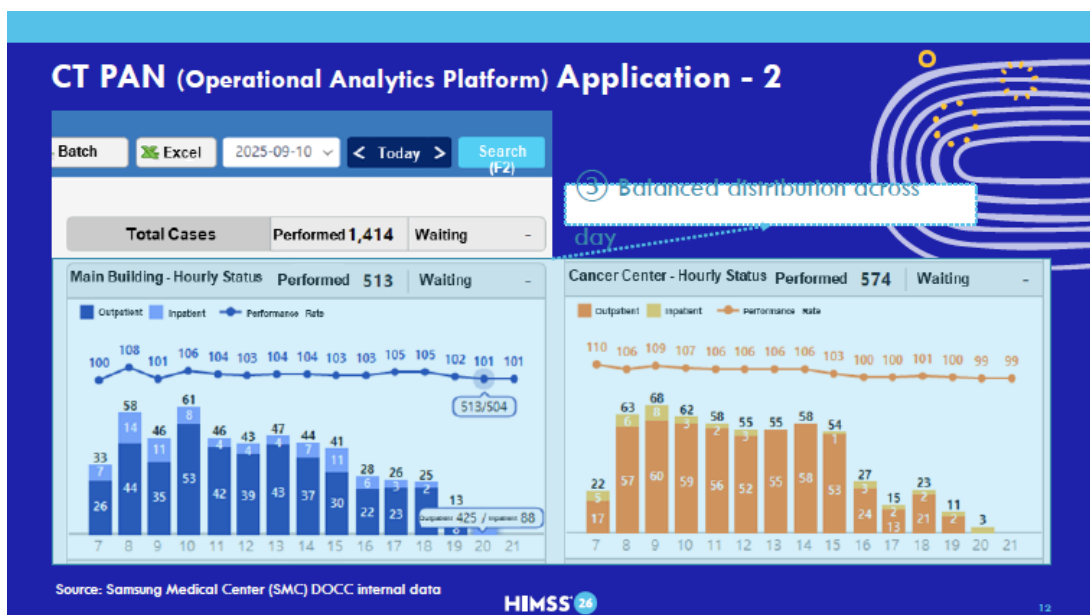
CT PAN (Operational Analytics Platform) Application - 2
